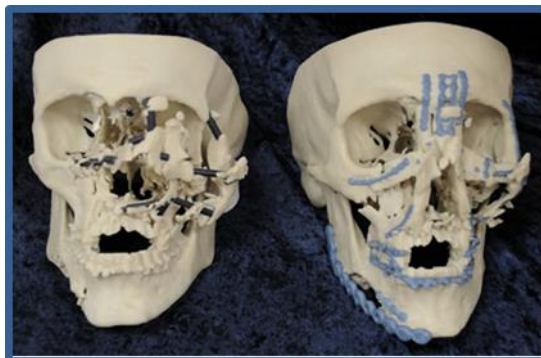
Modelos fabricados a partir de tomografías computarizadas, antes y después de la reconstrucción quirúrgica.
